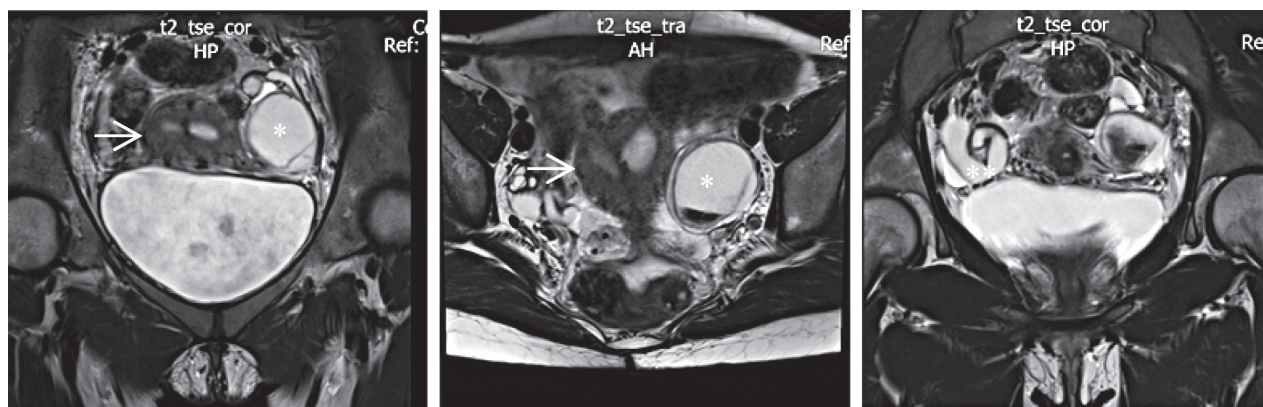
Imagistica prin rezonanță magnetică (proiecție frontală): uter septat (®), endometriomul ovarului stâng (*), hematosalpinx ().
